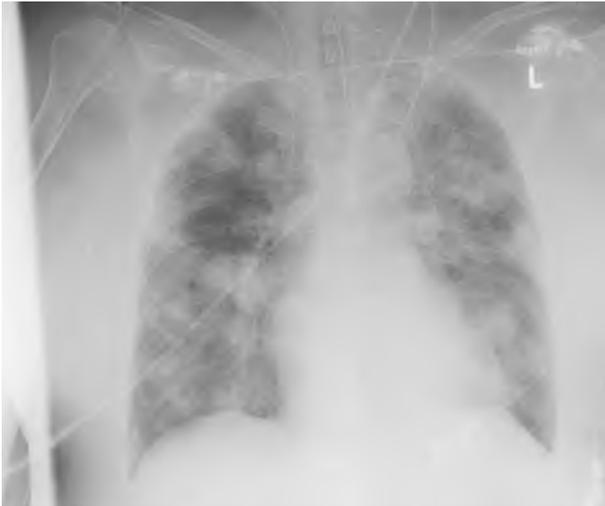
▲ Röntgenthoraxaufnahme der Patientin vom Aufnahmetag auf unsere Intensivstation. (Mit freundlicher Genehmigung von Herrn Prof. Dr. M. Reiser, Institut für Klinische Radiologie der Universität München)
